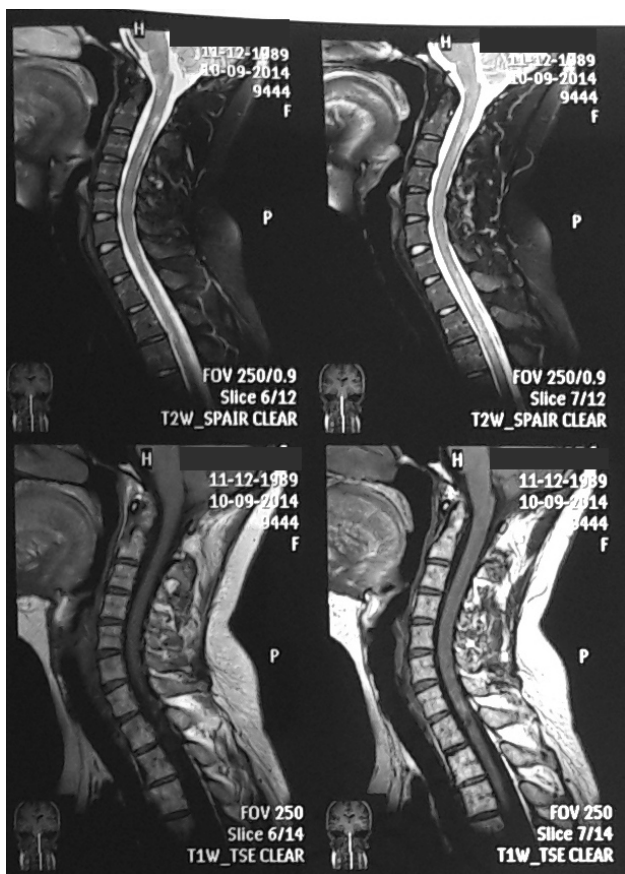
МРТ шейно-грудного отдела позвоночника пациентки А.
